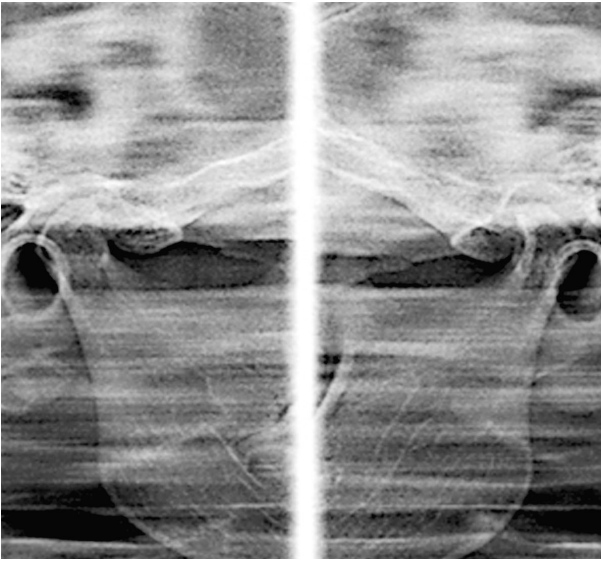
Прицільна рентгенограма обох СНЩС при закритому роті у хворої з явищами м'язово-суглобового болювого симптому справа. Відзначається асиметрія розмірів суглобової щілини справа і зліва.
